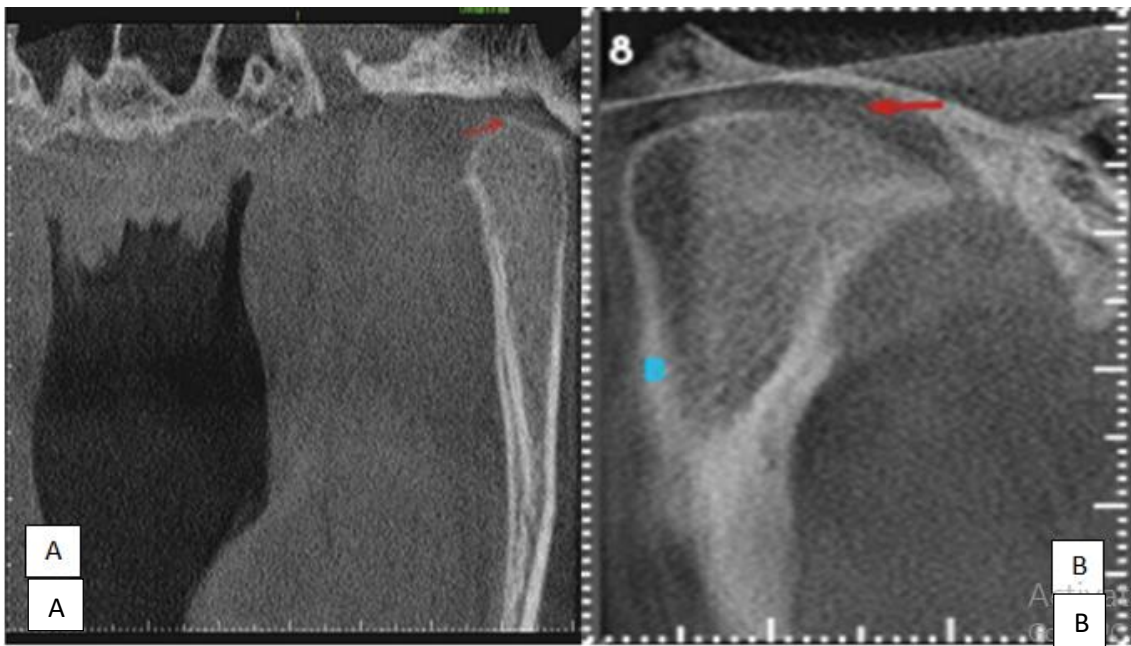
Imagem de TC indicando osteófito, aplainamento, cisto subcondral e erosão (A) e erosão, cisto subcondral e osteófito (B).
